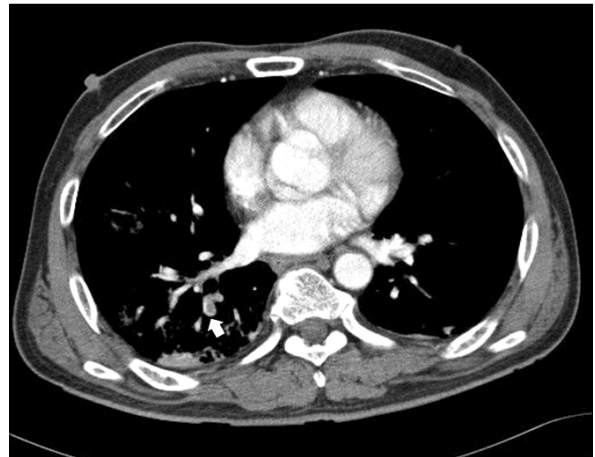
Chest CT scan shows filling defects in pulmonary artery of right lower lung (arrow). CT: computed tomography.
